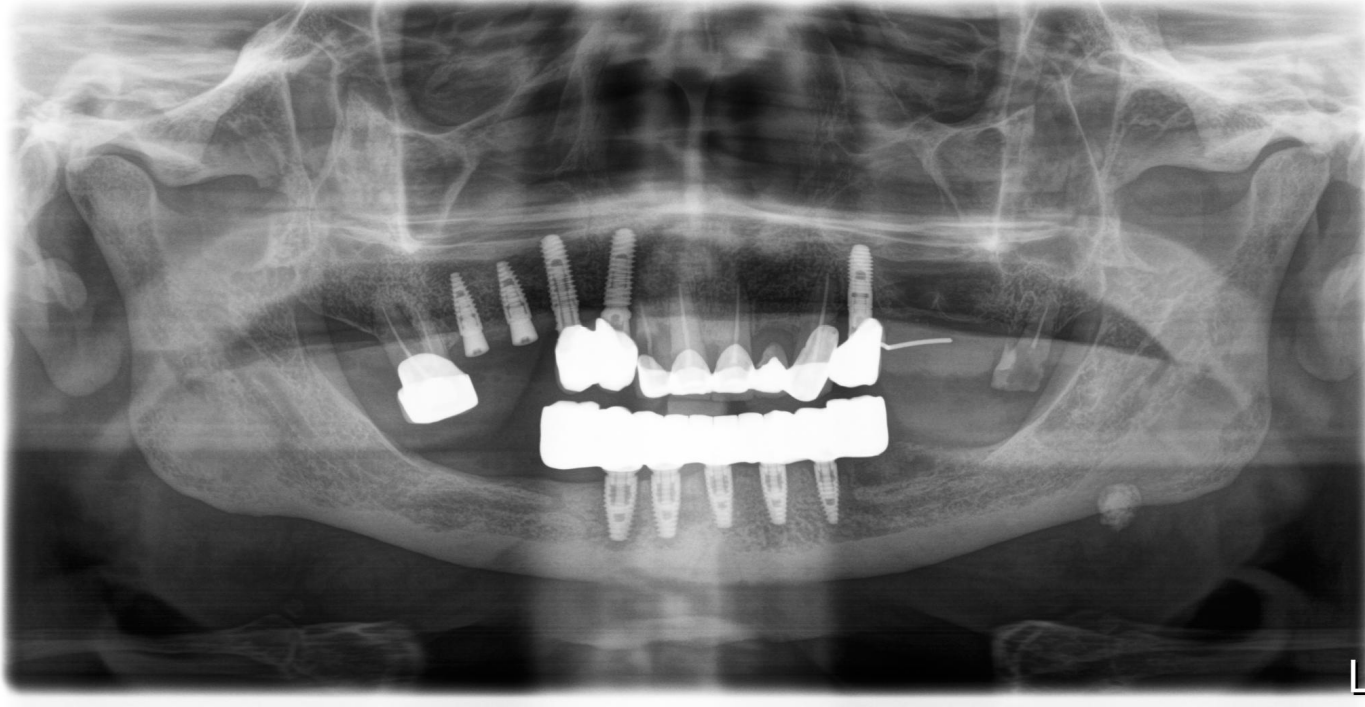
Panorama-Röntgenaufnahme nach der endgültigen Eingliederung der Implantatrestauration
